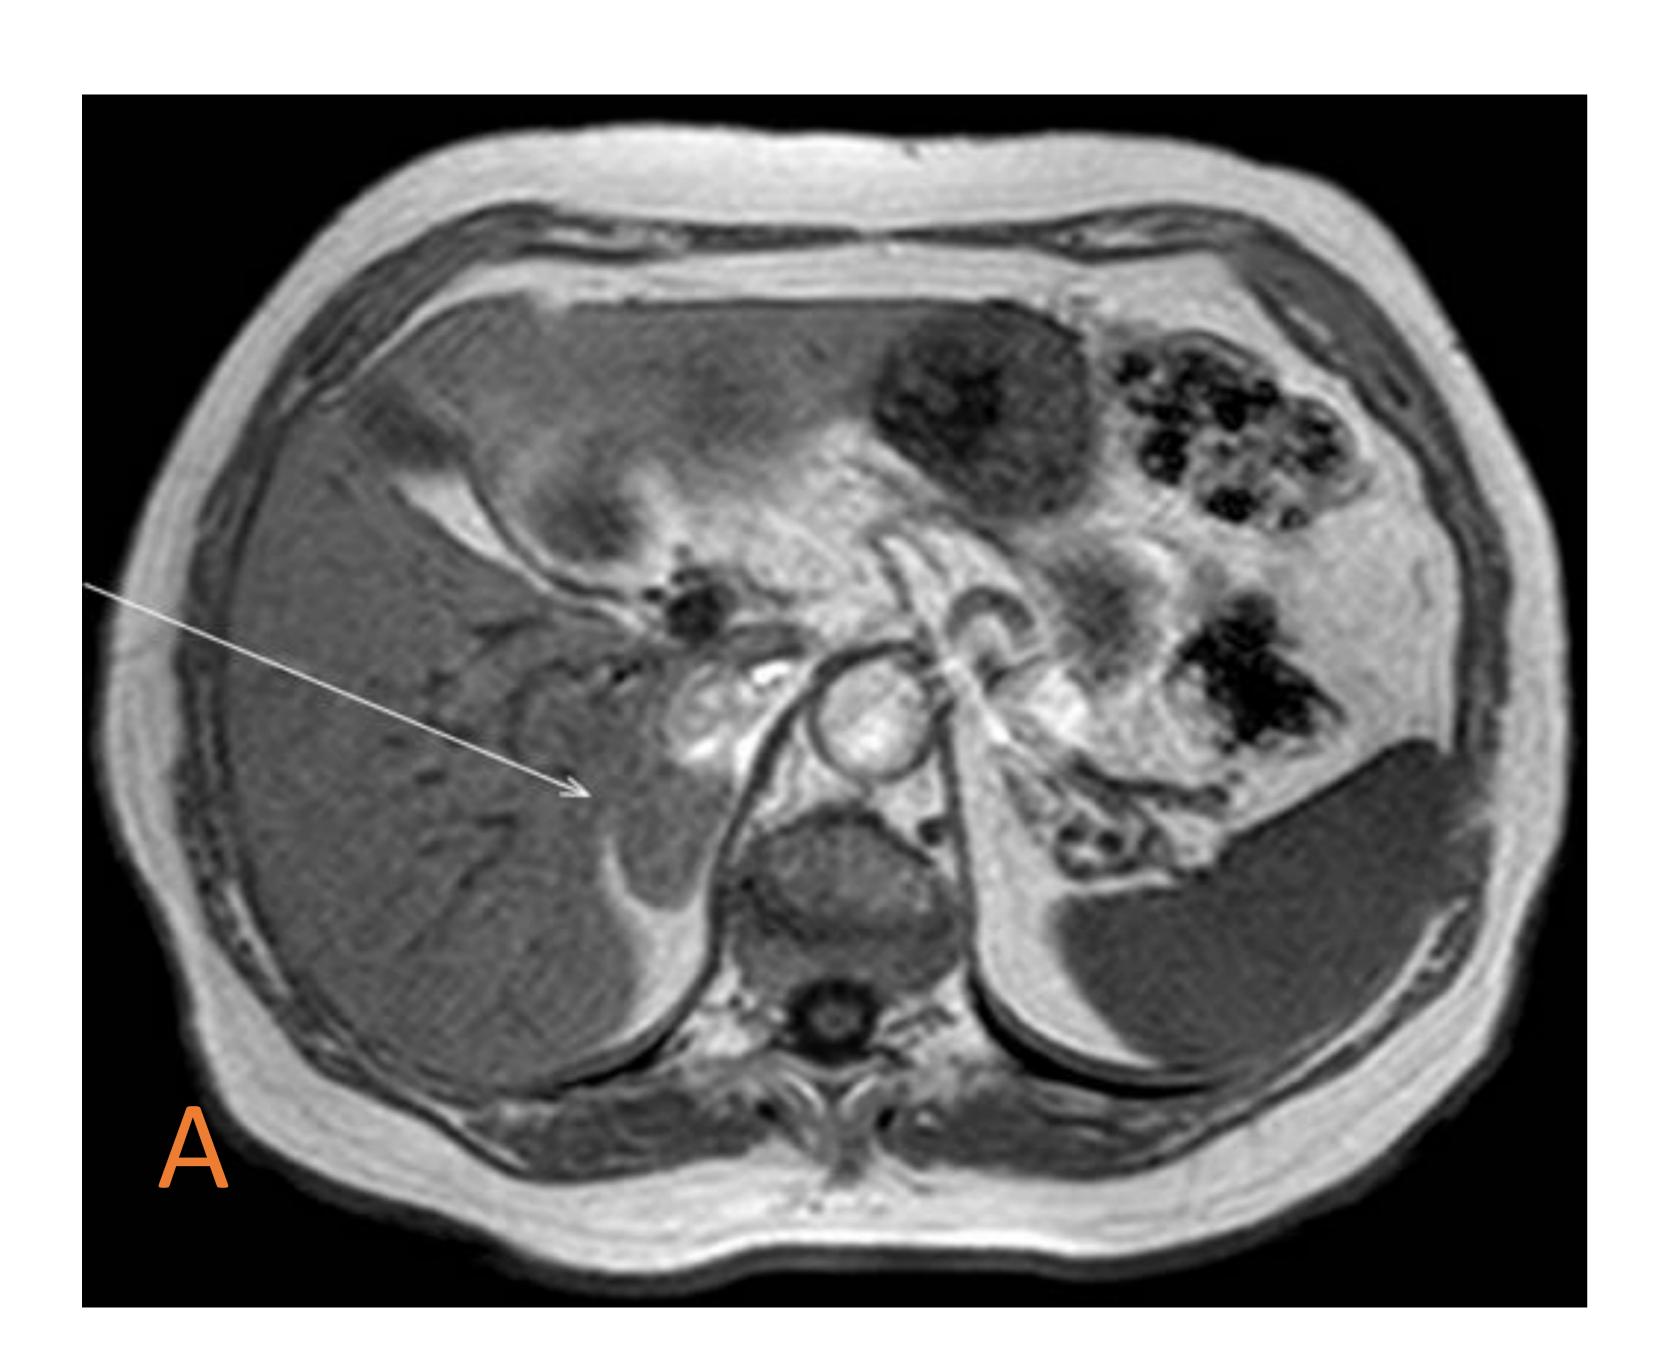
Adenoma adrenal típico unilateral. Secuencias de RM potenciadas en T1 en-fase (A) y fuera-de-fase (B). Nódulo adrenal derecho (flecha) con eje mayor de 3 cm, con bajada de intensidad de señal fuera-de-fase respecto a la imagen en-fase.
